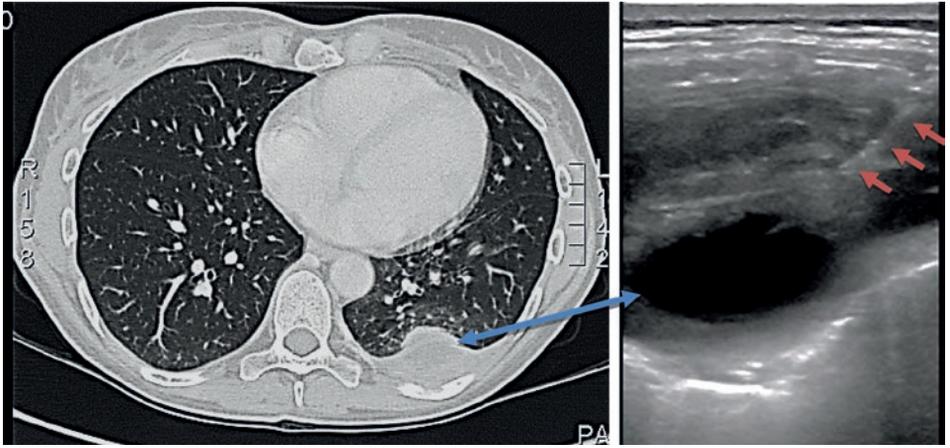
Metastasi di carcinoma squamocellulare rettale. La TC evidenzia la lesione pleurica/polmonare sottocostale. L'esame ecografico riesce a individuare la lesione, rilevare la parte periferica solida sulla quale si effettua la puntura per il prelievo con visualizzazione dell'ago (freccette rosse) in asse lungo rispetto alla sonda.
